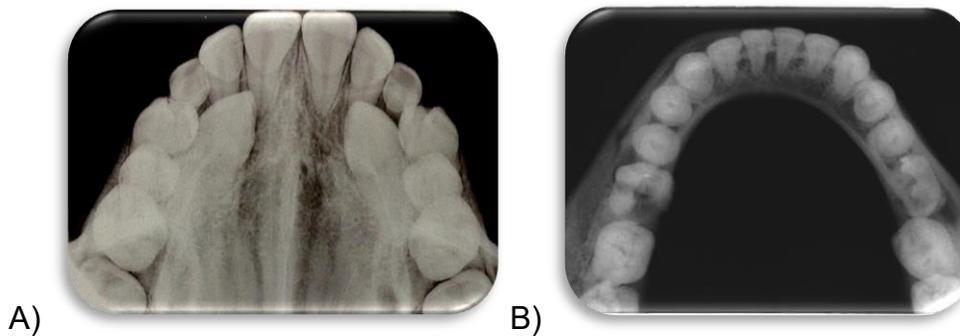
A) Radiografía oclusal superior.
